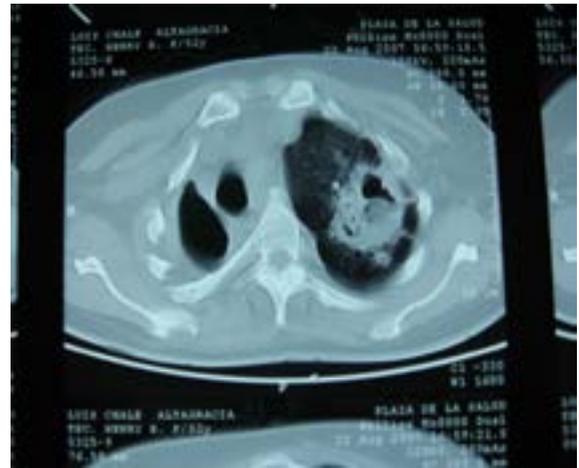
Blastomicosis 3 TAC: Lóbulo superior izquierdo (LSI) nótese la bola fúngica.
